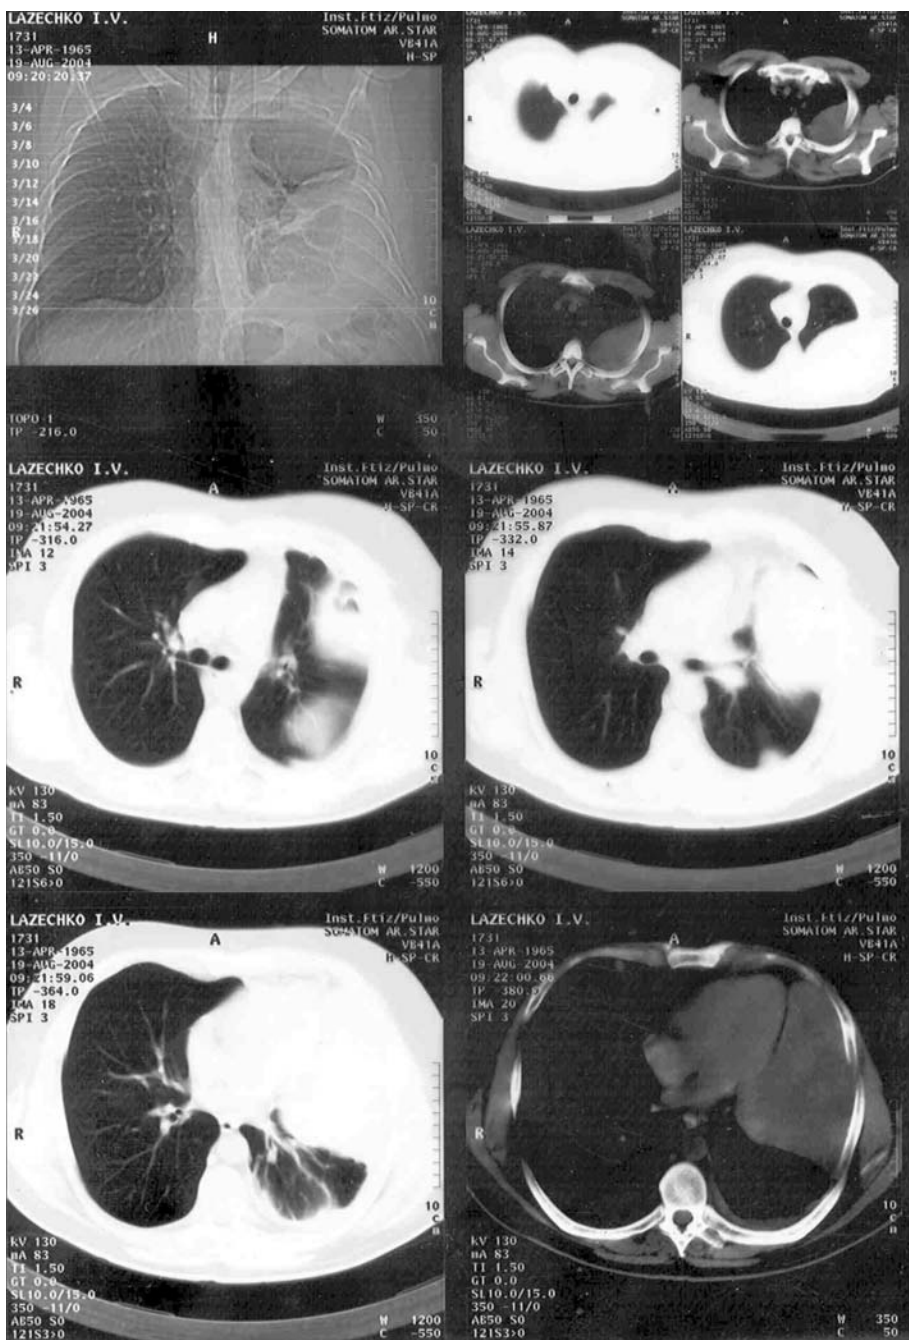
Компьютерная томограмма 6-го Л-ко при поступлении в стационар
